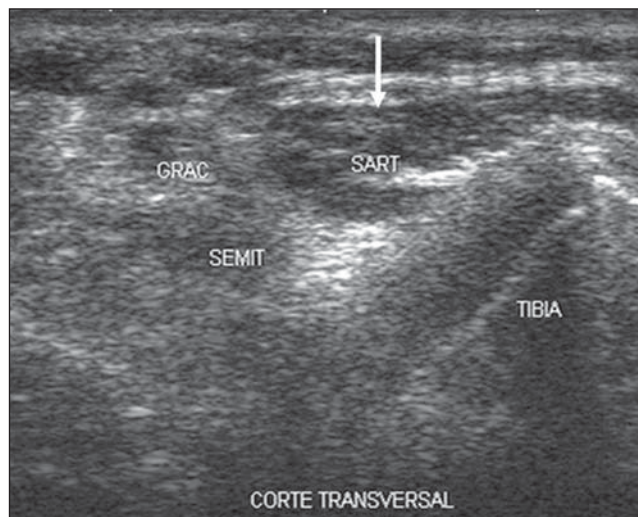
Corte axial oblíquo da ultrassonografia na região do canto posteromedial do joelho demonstra a diferenciação entre o sartório (seta) e os tendões do grácil (GRAC) e semitendíneo (SEMIT).
